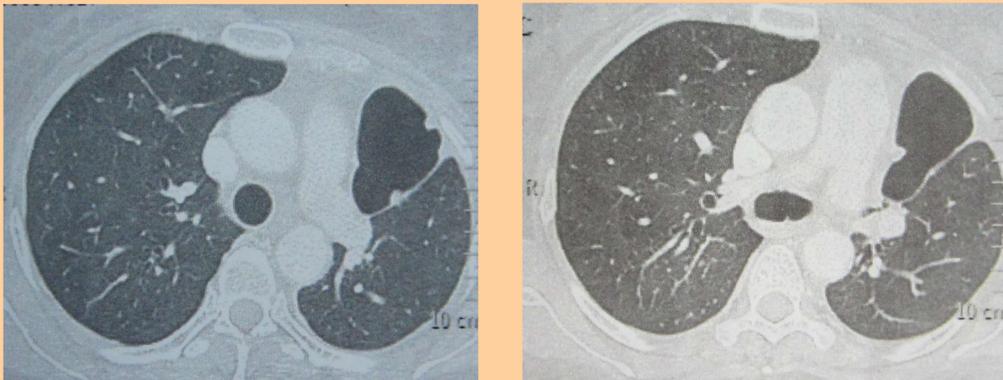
Tomografia computadorizada mostrando cavidade pleural vazia 70 dias após a cirurgia e com nítida comunicação com árvore respiratória.
